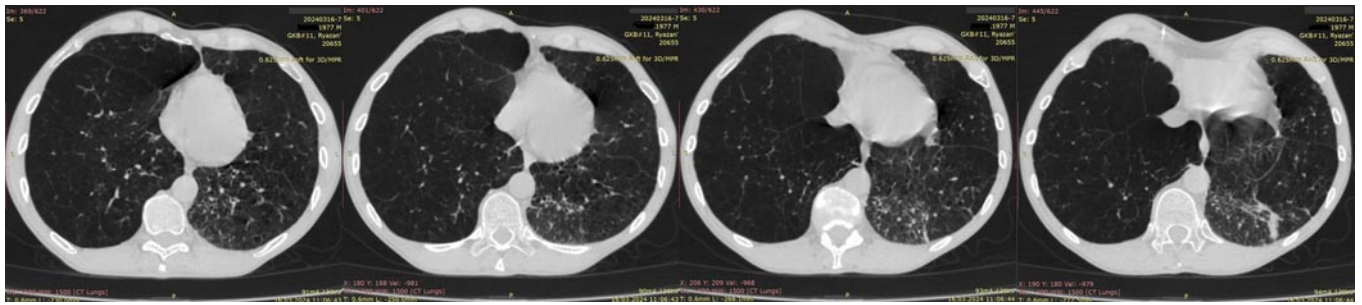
Компьютерные томограммы легких пациента Е.
